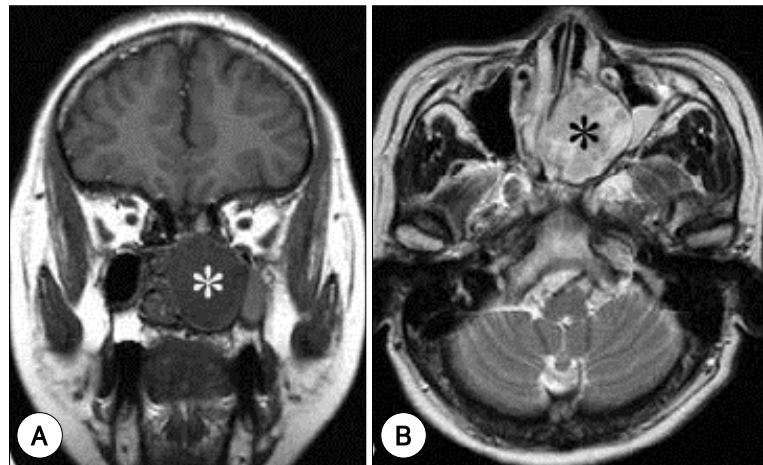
Preoperative MRI scan of paranasal sinuses. The mass shows low signal intensity at T1 weighted images. The intensity is different between the mass and the left maxillary sinus (A). The mass shows heterogeneous intermediate and high signal intensity at T2 weighted images (B). * : mass.
